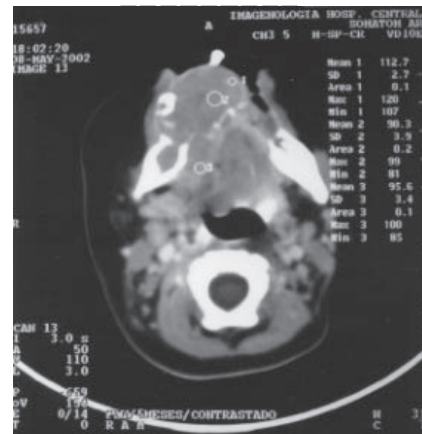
TAC macizo facial contrastada en la cual se observa tumoración en mandíbula de comportamiento local agresivo.
